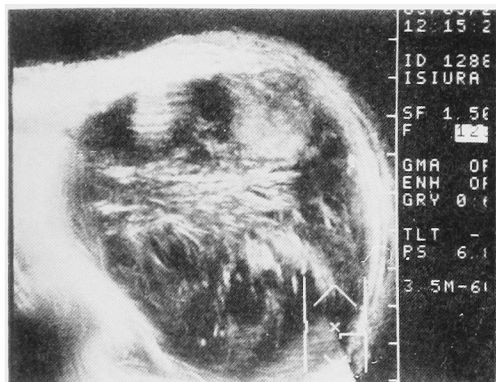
Abdominal ultrasound showing a large solid mass with hematoma.
